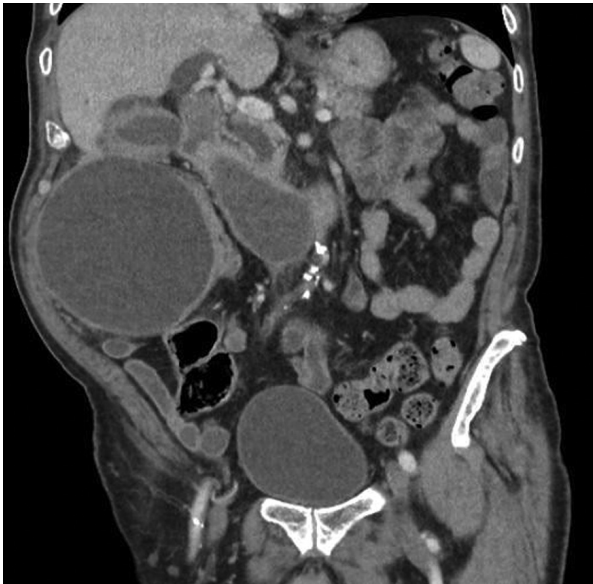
TAC abdominal contrastada: engrosamiento de paredes de Vesícula Biliar y presencia de una masa quística dependiente de duodeno y de colon.
